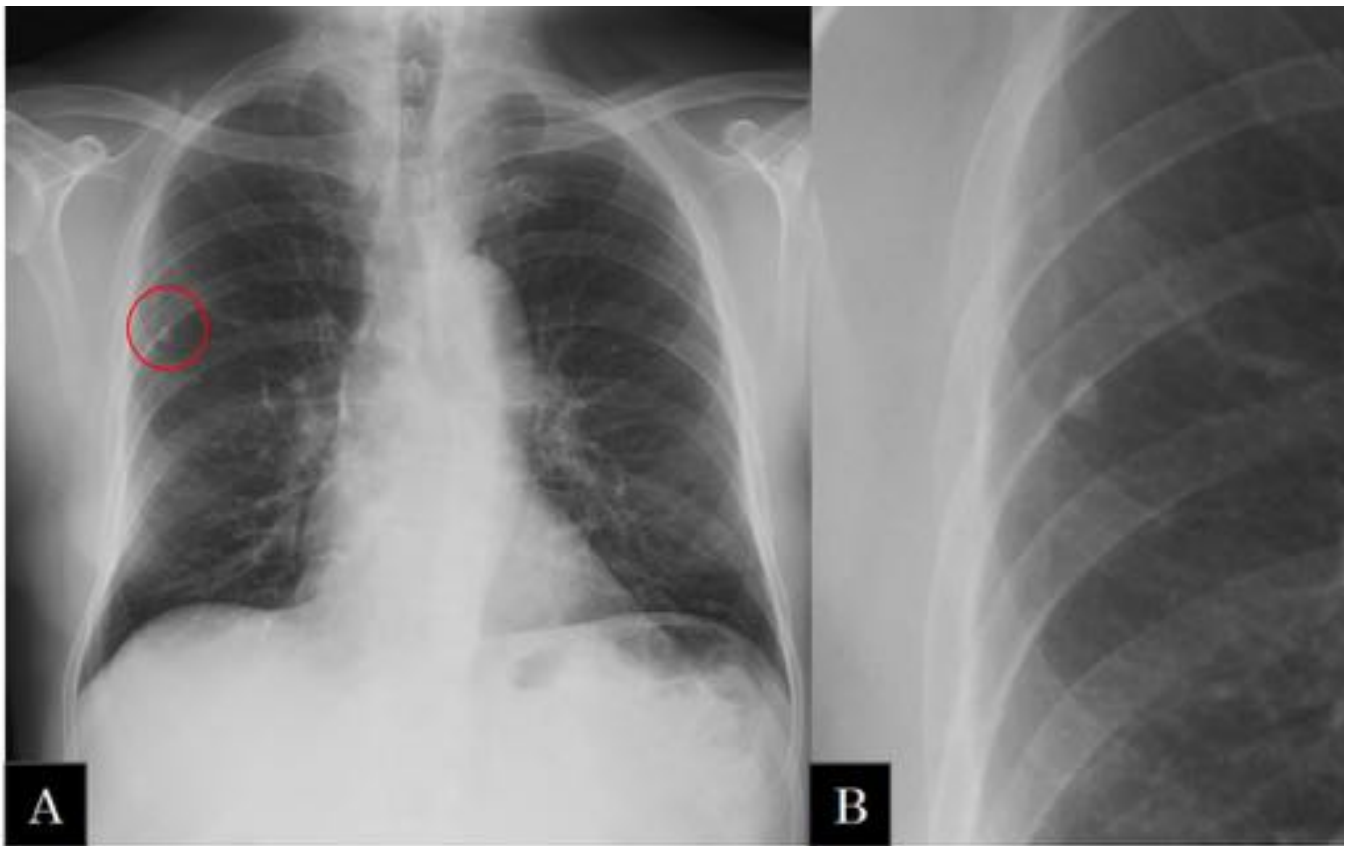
Varón de 68 años: A) radiografía de tórax PA: se identifica un nódulo de alta densidad en el lóbulo superior derecho compatible con granuloma calcificado. B) imagen ampliada.
